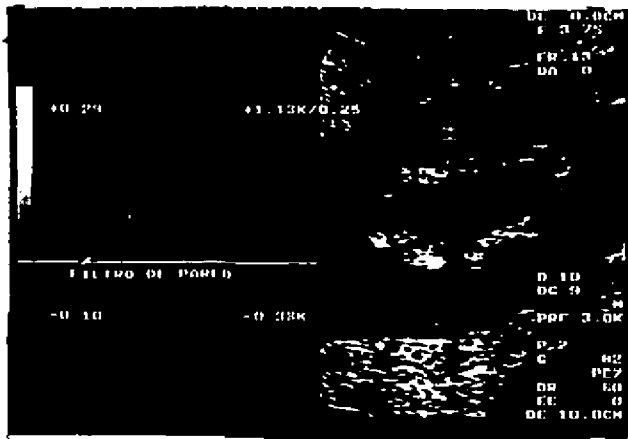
Doppler duplex sin adaptación del filtro de pared para estudio de un vaso intrarrenal de bajo flujo (el filtro está a 100 en vez de a 50 Hz) y se observa una línea negra (flecha) cerca de la basal, que suprime parcialmente el flujo diastólico. La curva espectral casi no se vé, se delimita mal porque existe también, baja ganancia de pulsado.
